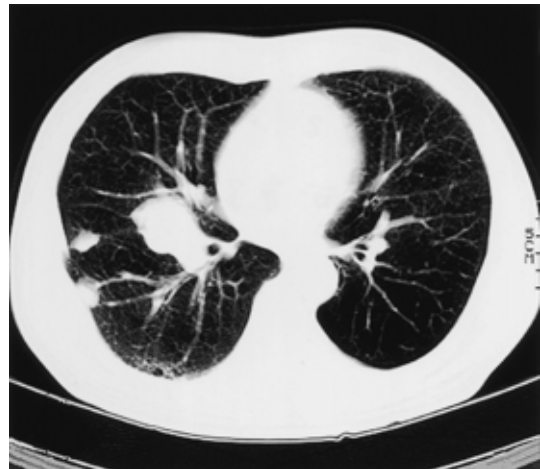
Chest CT scanning on admission shows two nodules in the right S⁶ (20 × 15 mm, 15 × 10 mm) and a right hilar mass.
